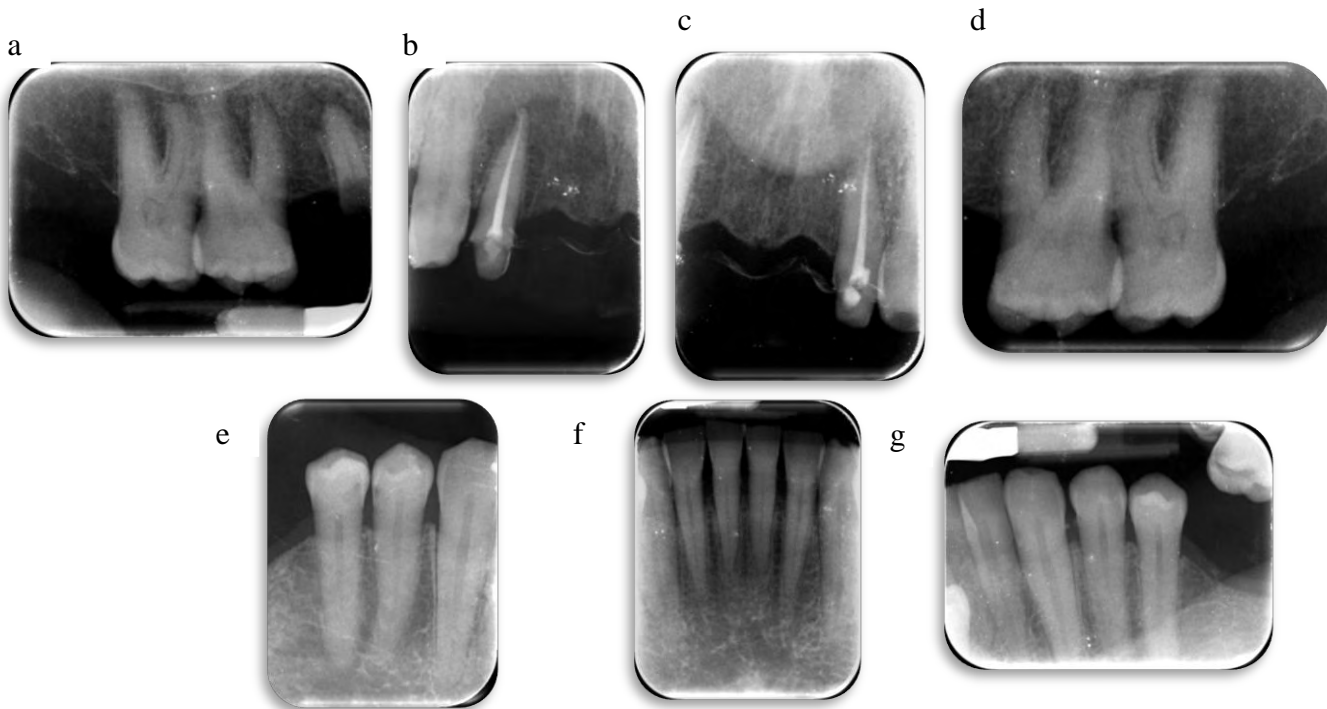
Serie radiográfica periapical del paciente. Sector anterosuperior derecha b, sector anterosuperior izquierdo c, sector posterosuperior derecho a, sector posterosuperior izquierdo d, sector antero inferior f, sector posteroinferior derecha e y sector posteroinferior izquierda g. (Fuente directa)
